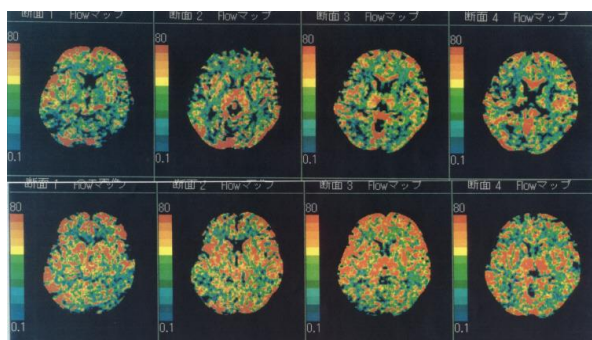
超音波刺激と脳血流（キセノンガスCT画像，上段：刺激前，下段：刺激後，文献(10)より再掲）
